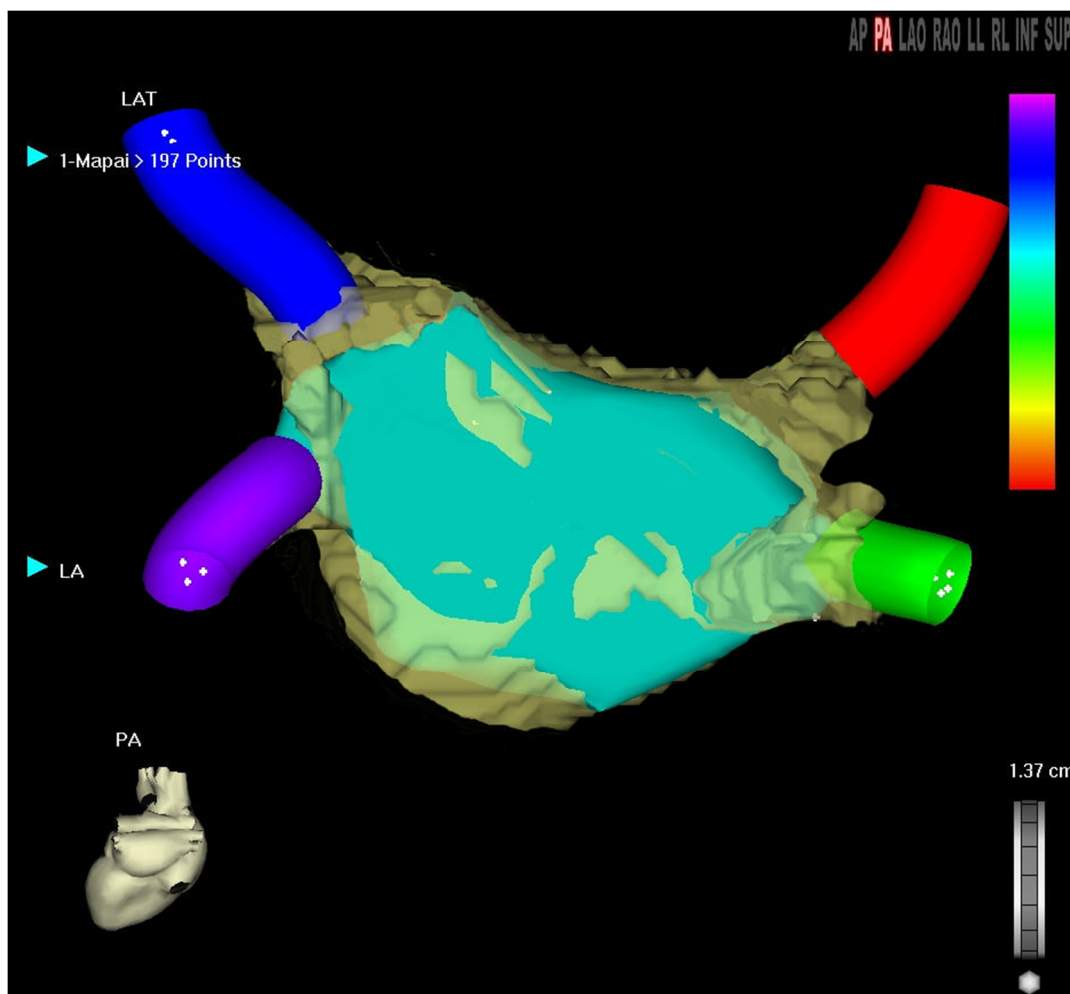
Mapa electroanatómico de la aurícula izquierda y porción proximal de las venas pulmonares de la figura 4 integrado con la reconstrucción tridimensional de la imagen anatómica proporcionada por una RM mediante el sistema CARTO Merge® Proyección posteroanterior.
